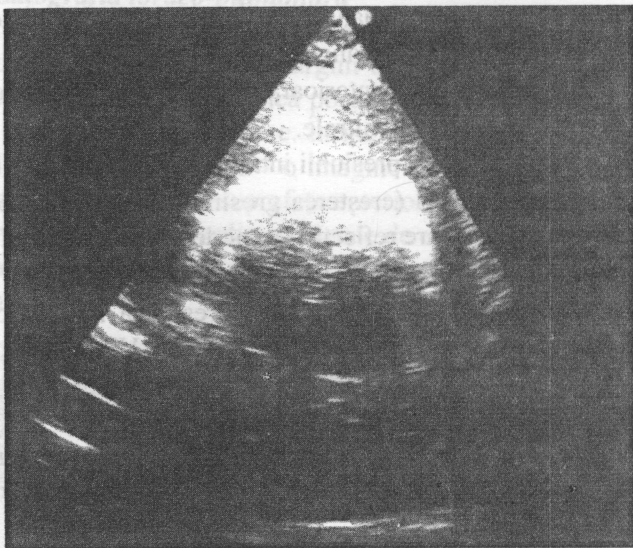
Ecocardiografie subxifoidiană a cordului, ce indică o cantitate sporită de lichid pericardic.
